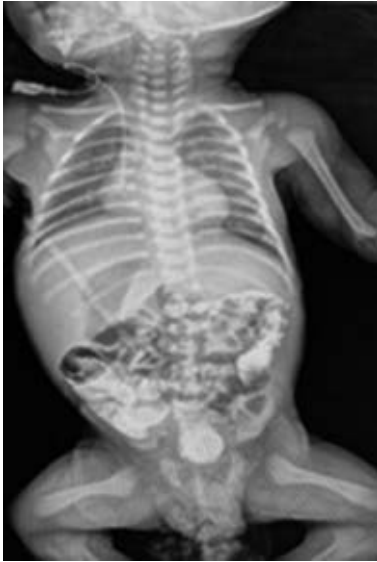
Radiografía a su ingreso. Se aprecia aire en silueta hepática.
